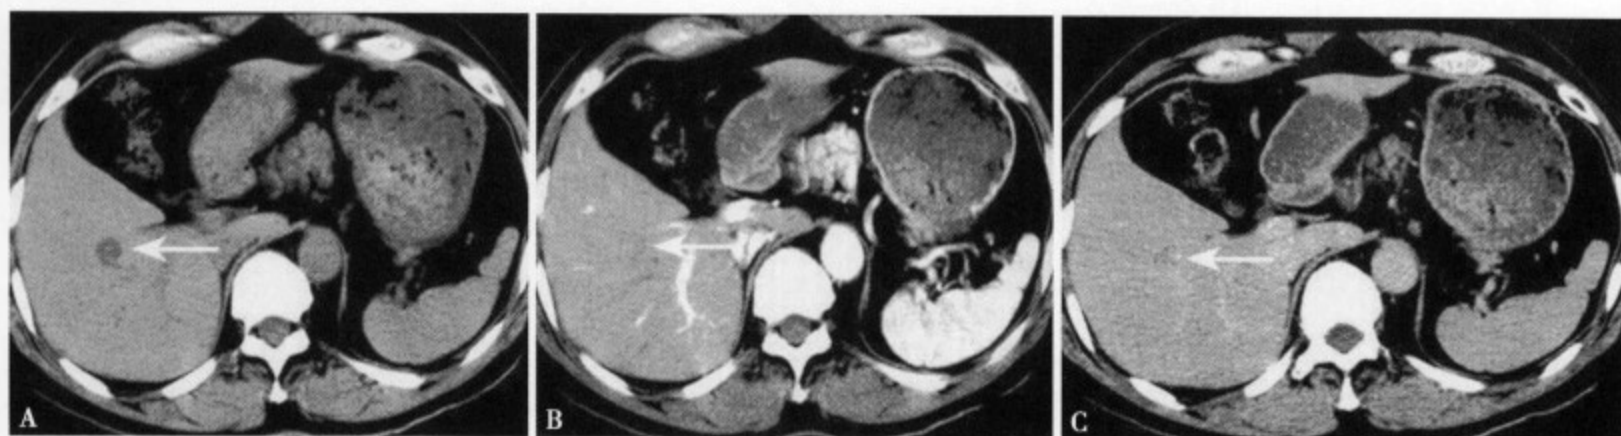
CT 平扫 (A) 肝右叶后段显示一圆形低密度灶，边缘尚清，CT 值约 30Hu；增强 CT 动脉期 (B) 病变轻度强化；静脉期、平衡期 (C) 仍有轻度强化
